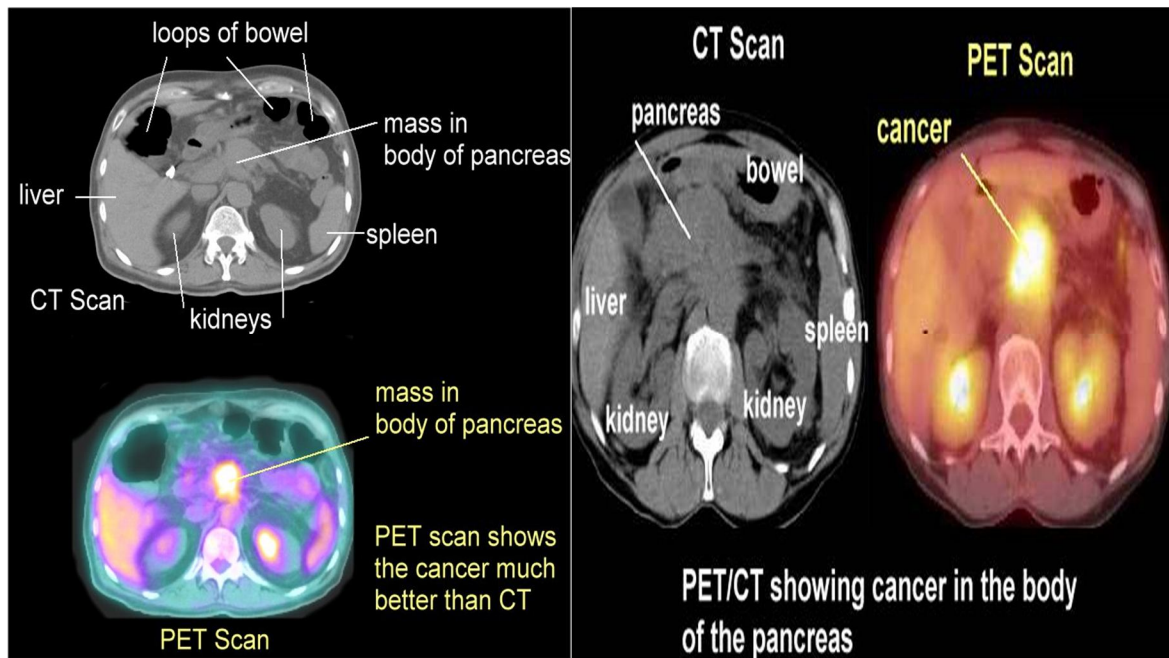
aspect d'une tumeur au niveau du corps du pancréas sur une TEP-TDM
